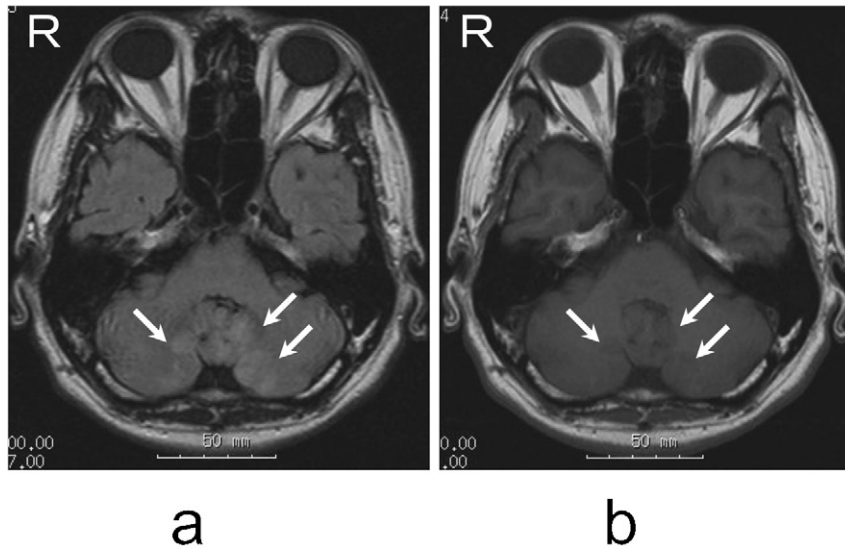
症例2頭部MRI a Flair b T1強調像
